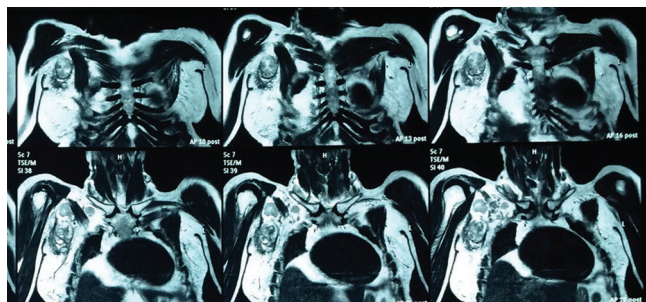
Ressonância nuclear magnética de mamas — padrão heterogêneo de mama direita com hipersinal e extensão até mamilo, prolongamento axilar direito com múltiplos linfonodos de dimensões aumentadas, o maior de 5,4 x 3,4 cm, outros linfonodos de características semelhantes infraclaviculares e na base do pescoço
